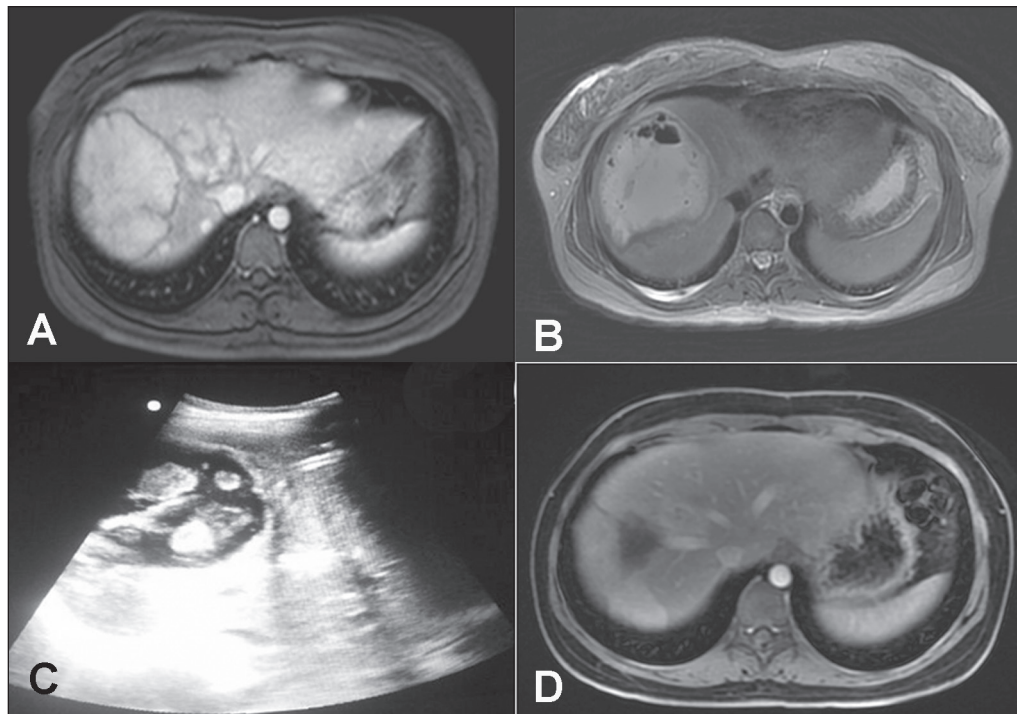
A: RM de abdome pré-embolização demonstrando lesão hipervascular medindo cerca de 10 cm, cuja análise histológica confirmou adenoma hepático com marcador beta-catenina positivo. B: RM de abdome seis meses após a embolização demonstrando conteúdo gasoso no interior da lesão tratada. C: Drenagem percutânea guiada por ultrassom da coleção/abscesso hepático. D: RM de abdome de controle, feita seis meses após o tratamento percutâneo do abscesso hepático.
